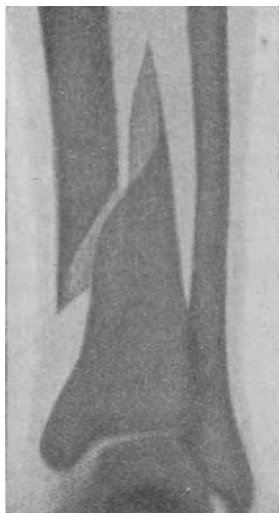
Bruch des Schienbeins (Röntgenbild).
